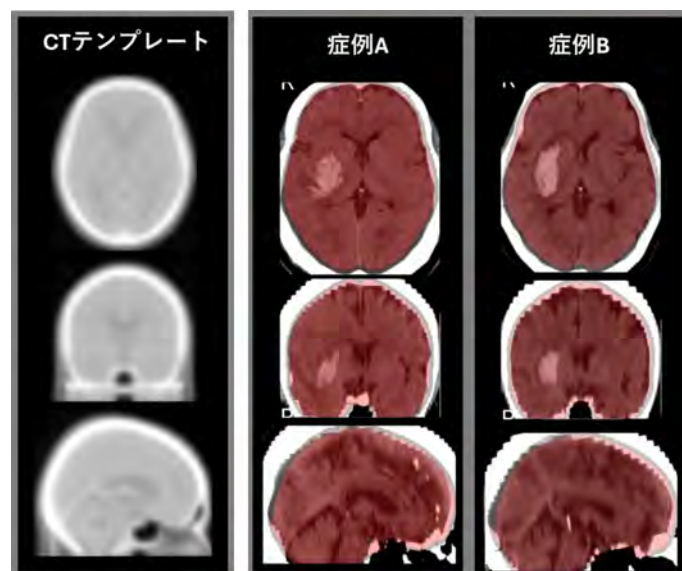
頭部CT画像の標準テンプレートと個人の頭部CT画像の空間的標準化の結果
